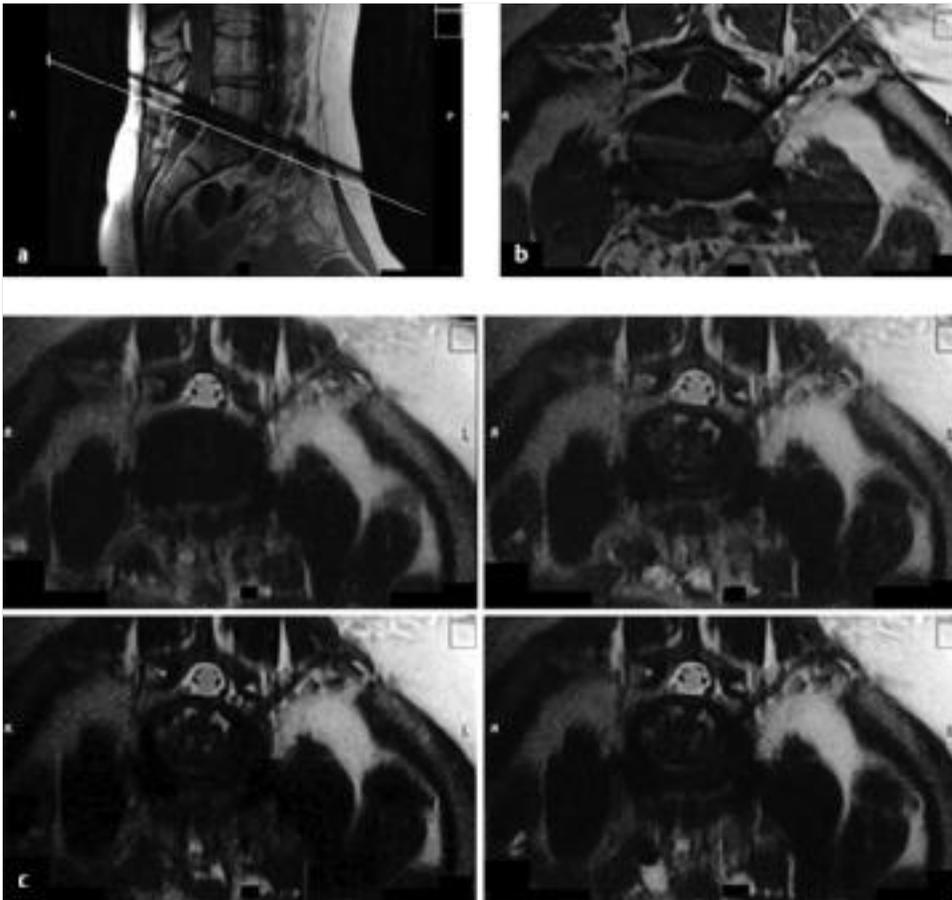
CT-gestützte intradiskale Injektion. Intradiskale Injektion bei schwieriger Anatomie. Planungsbilder zur intradiskalen Injektion bei Lendenwirbelkörper 5/Sakralwirbelkörper 1.
